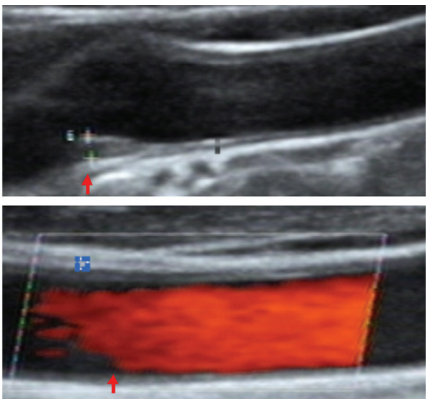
观察组治疗前后血管内超声检查颈动脉 IMT 上图为治疗前, 下图为治疗后。箭头示内膜增厚部位。
